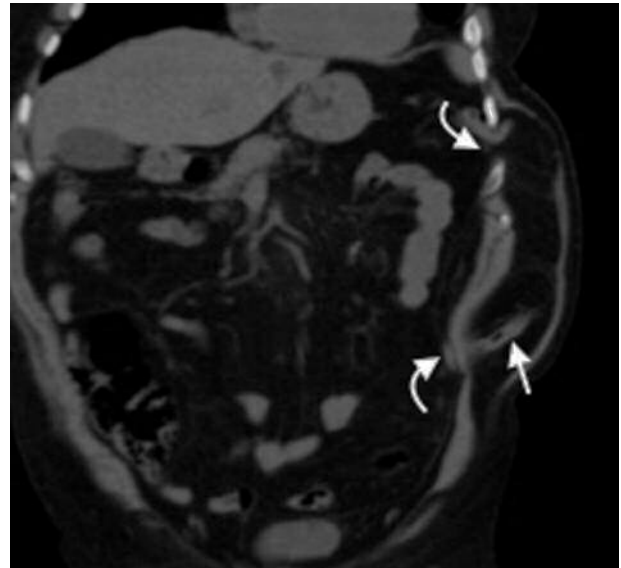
Tomografía computada multidetector en plano coronal de una hernia intercostal izquierda con contenido graso y asas de intestino delgado (flecha recta), que muestra los espacios intercostales intervinientes (flechas curvas).
